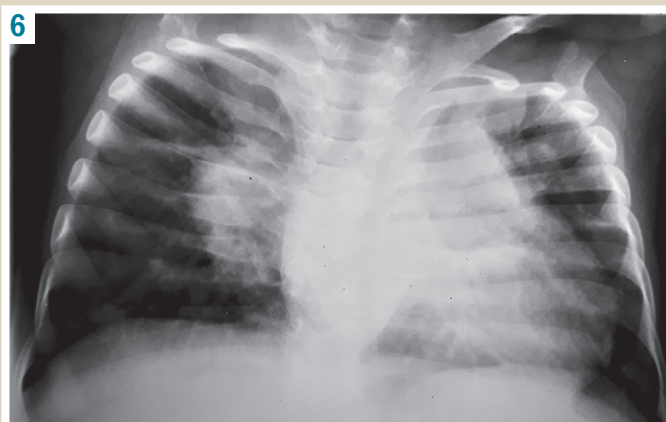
Рентгенологічне обстеження легень через 5 місяців лікування (пряма рентгенограма): зліва у верхній частці зберігається інфільтрація, в одному з дрібних фокусів у S6 лівої легені зберігається деструкція 0,8 × 0,5 см. Праворуч – покращення повітряності верхівкового сегмента верхньої частки. Корені легень (більше справа) різко розширені, малоструктурні внаслідок збільшених лімфатичних вузлів.
